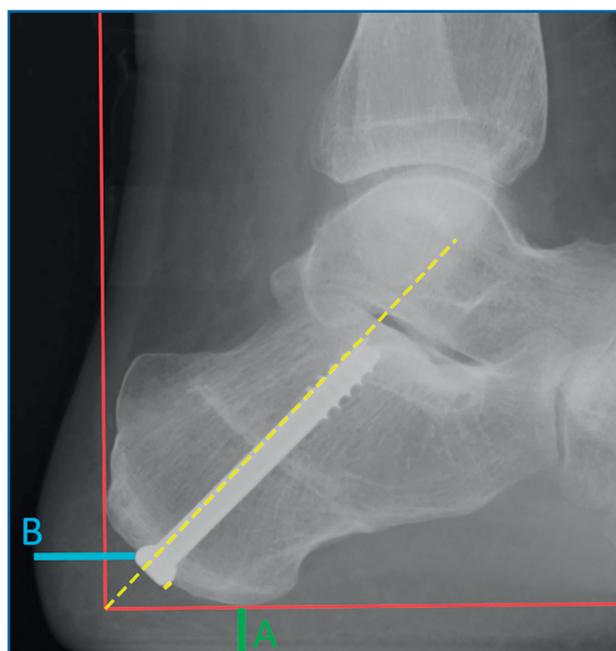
Radiografía lateral en carga.
